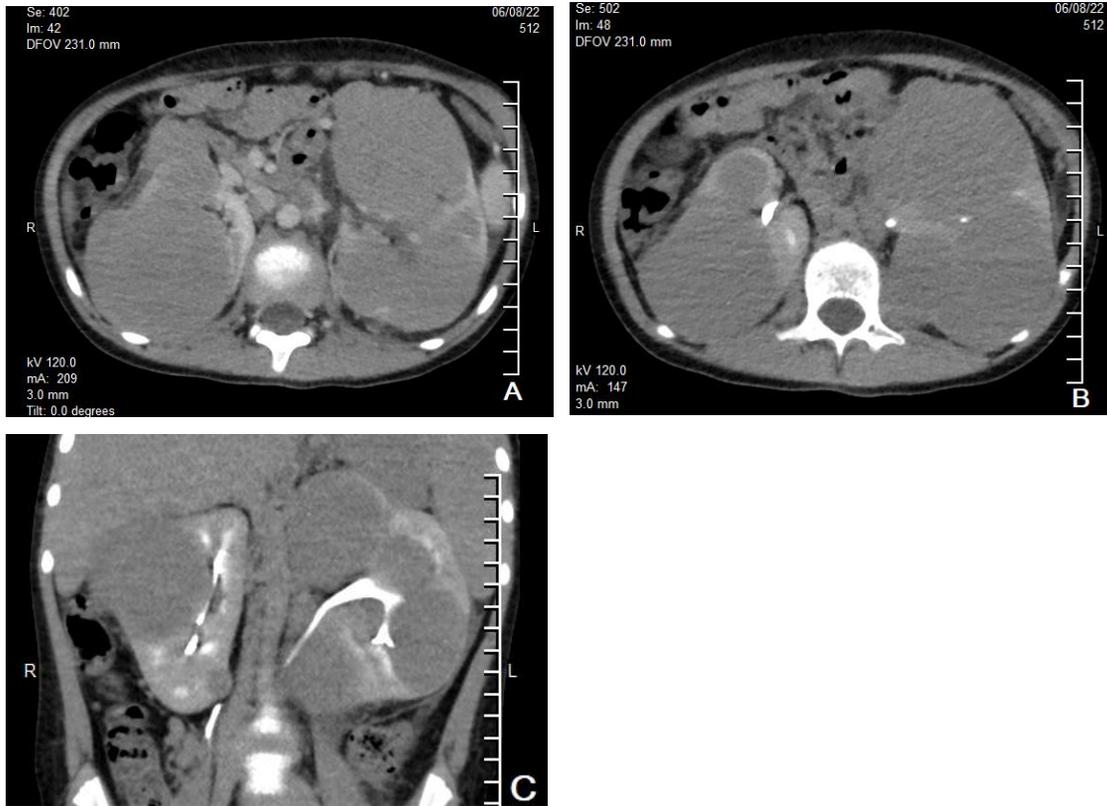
Tomografía axial computarizada con contraste endovenoso, cortes axiales y reconstrucciones MPR, donde se muestra, A) presencia de múltiples imágenes a forma de masa, hipodensas, bilaterales, con escaso realce de contraste respecto al parénquima renal, que crecen hacia los espacios pararenales y contactan la línea peritoneal bilateralmente. B) en fase excretora renal se observa compresión, desplazamiento y deformidad del sistema excretor sin destrucción de estos y con adecuada excreción del contraste. C) Reconstrucción MPR coronal donde se evidencia la compresión y desplazamiento de los grupos caliciales y la pelvis.
